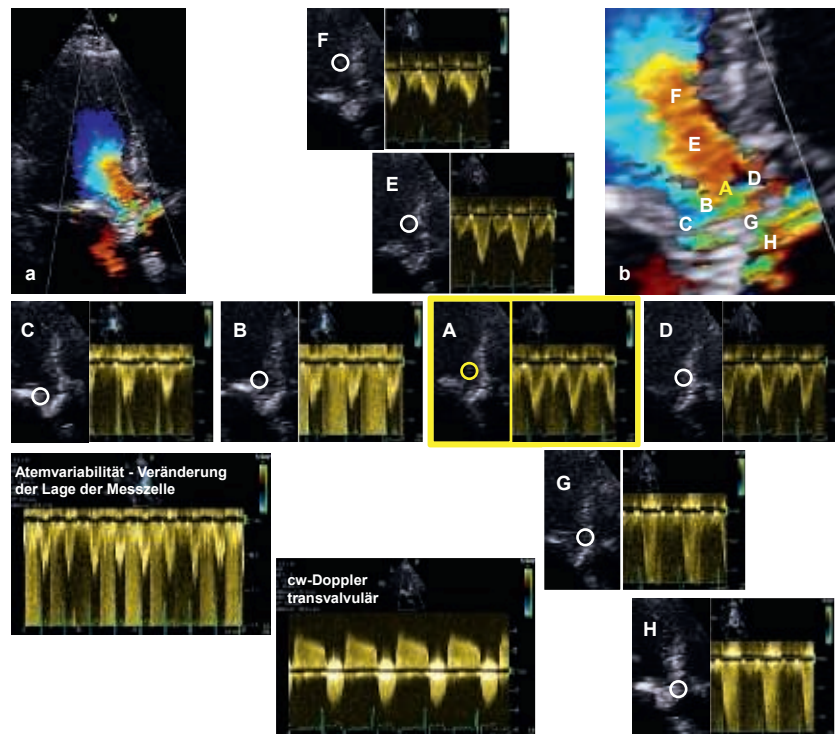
Die Bedeutung der Messzellenpositionierung im LVOT in der gepulsten Doppler-Echokardiografie. Links (a) sind eine farbkodierte systolische Sequenz im LVOT in der apikalen langen Achse und rechts in der Vergrößerung (b) die möglichen Positionen der Messzelle (gekennzeichnet mit Buchstaben) gezeigt. Die zugehörigen Doppler-Spektren sind jeweils direkt neben den 2D-Bildausschnitten mit den jeweiligen Positionen der Messzellen (weiße Ringe) dargestellt. Die korrekte Position der Messzelle (A) ist mit einem gelben Ring markiert. Links unten ist ein gepulstes Doppler-Spektrum mit unterschiedlichen Signalen bei Positionsänderungen der Messzelle durch die Atmung des Patienten zu sehen. Unten mittig ist das zugehörige transvalvuläre cw-Doppler-Spektrum abgebildet.
